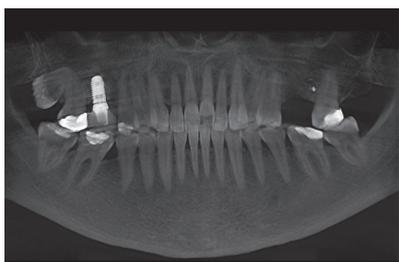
Panoramica iniziale ottenuta dalla Cone Beam.
